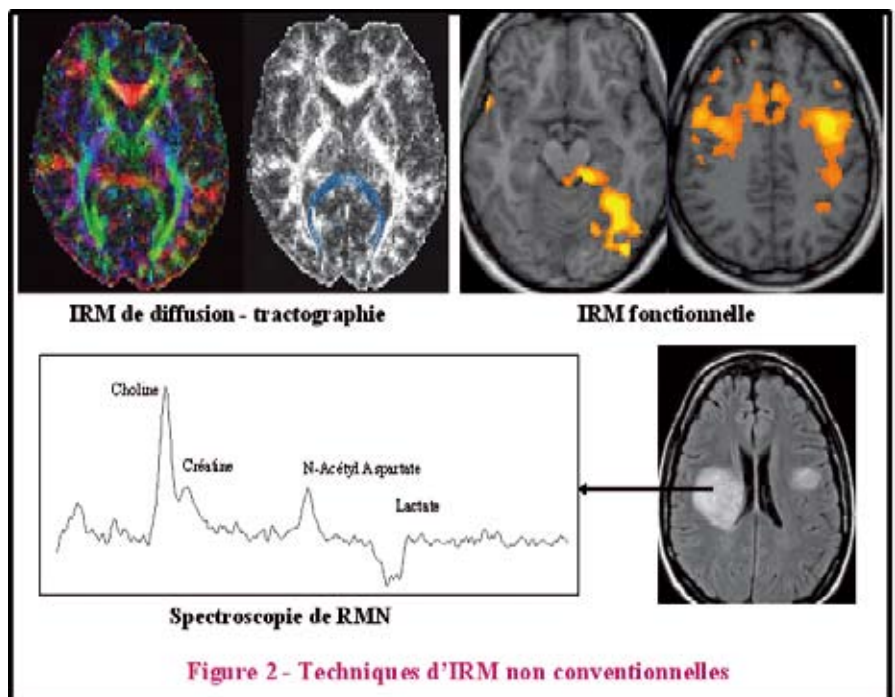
Techniques d'IRM non conventionnelles
